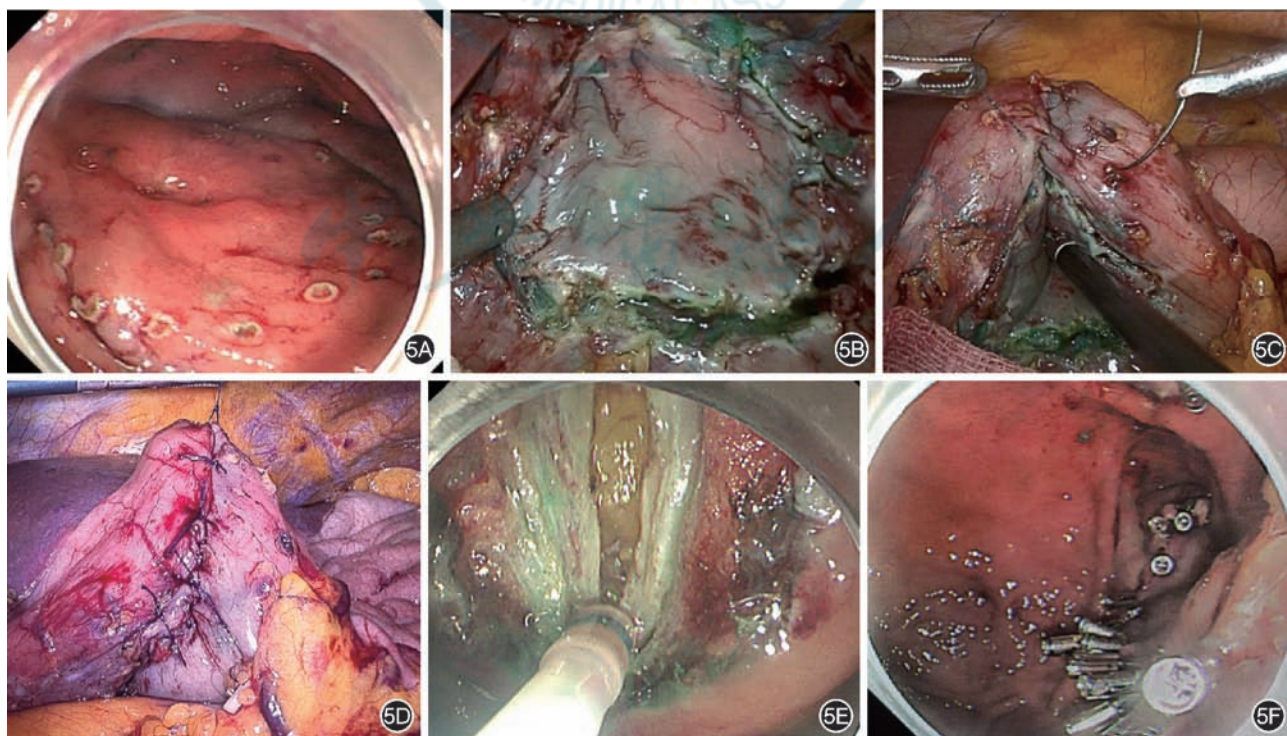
非暴露式胃全层切除术 5A:内镜下沿标记点外侧缘环周切开黏膜下深层;5B:双镜联合下,以超声刀环周切开胃壁浆肌层;5C:将胃病灶剥离区域完整推向胃腔内;5D:在胃病灶剥离区两侧胃壁进行浆肌层缝合;5E:内镜下沿原切线区域全层切开胃壁,完整切除胃壁病灶;5F:封闭胃腔内切口,标本首选内镜经口腔取出并送检
